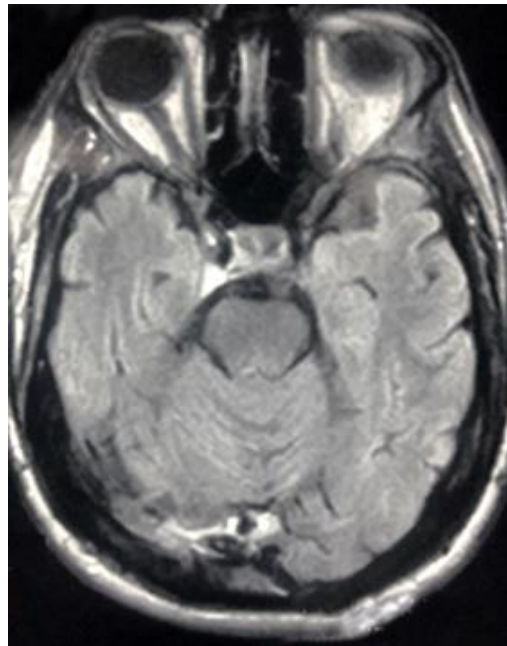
Imagen de resonancia magnética simple de cráneo, corte axial, secuencia FLAIR (*Fluid attenuated inversion recovery*). No muestra alteración de señal.
